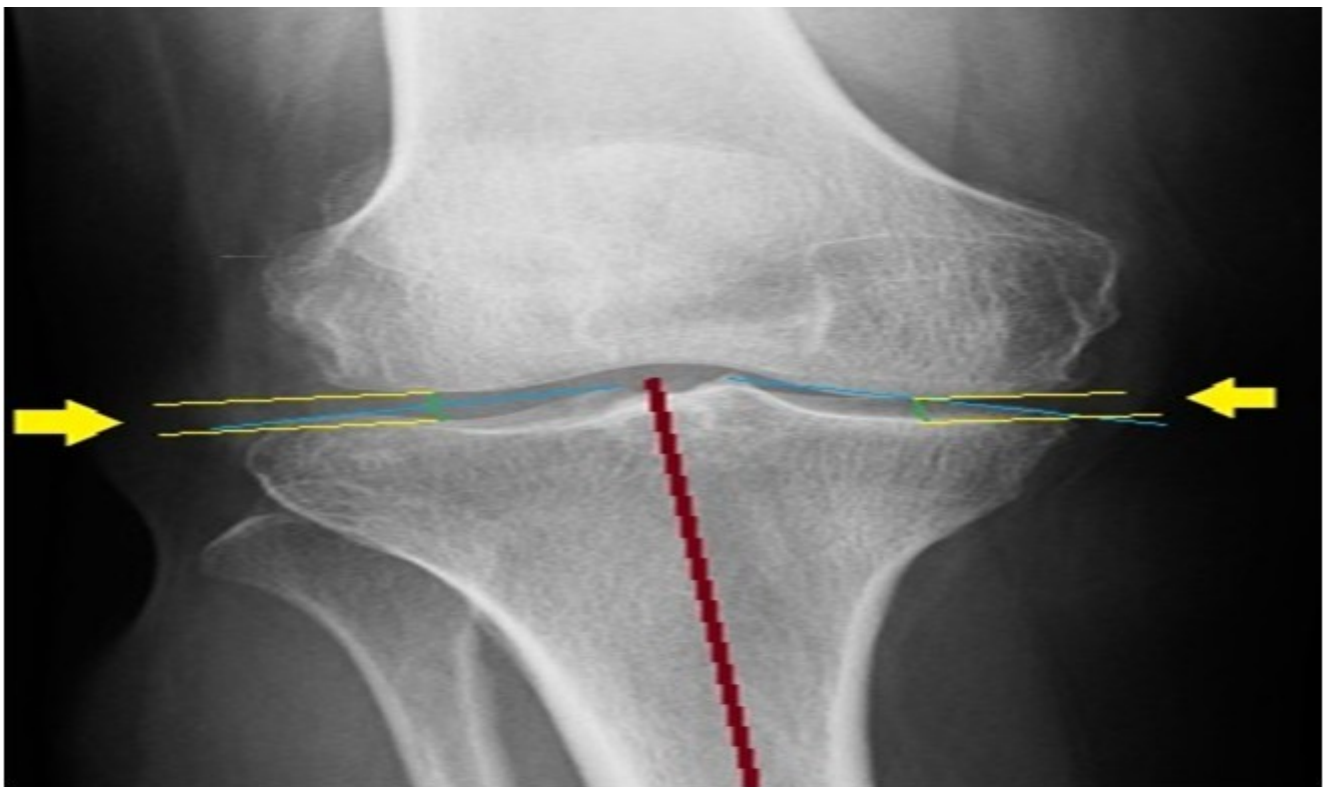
Radiografía postero-anterior en proyección de Rosenberg TD et al. (22)
